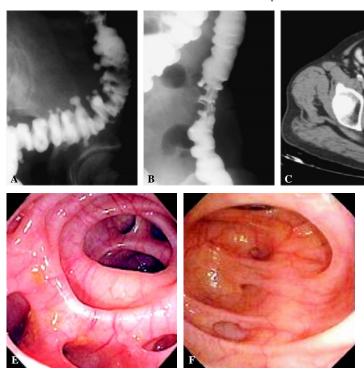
A-F. Correlación de imágenes en paciente masculino de 69 años con sospecha de enfermedad diverticular complicada al que se le realiza Colon por enema (A y B). Tomografía Computada abdominopélvica multifásica (C y D), y colonoscopia (E y F) que permiten evidenciar a la diverticulosis.
